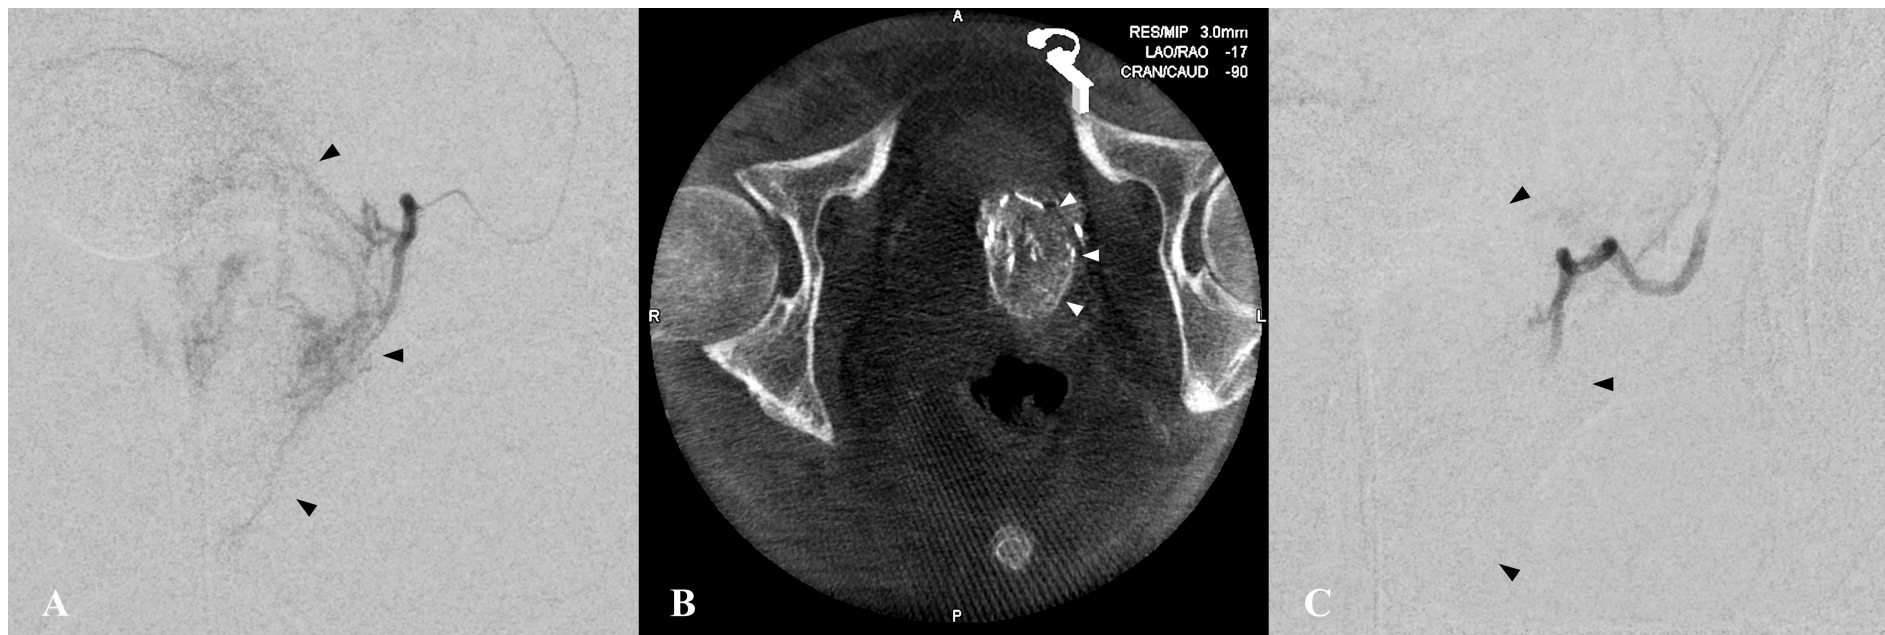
DSA und Cone Beam CT Aufnahmen vor und nach Embolisation
